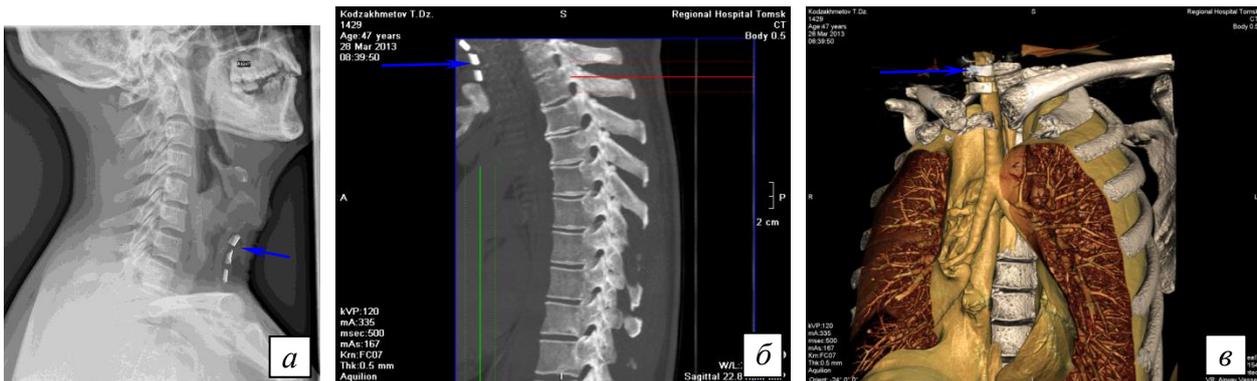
Рентгенограмма (а) и спиральная компьютерная томограмма (б, в) шеи и органов грудной клетки через 6 мес. после операции. В проекции передней стенки шейного отдела трахеи определяются арочные имплантаты, ориентированные относительно воздушного столба трахеи
